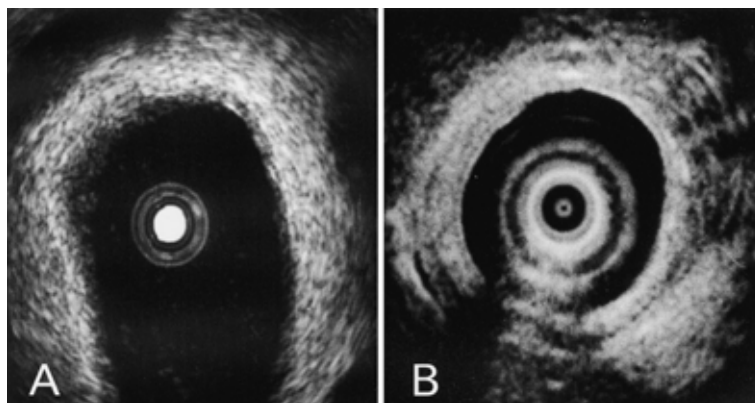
正常な腎盂(A),尿管(B)のELUS像を示す。ELUSで正常な腎盂,尿管は内側から粘膜,筋層に相当する低エコー域と筋層外組織に相当する高エコー域の2層に描出される。
